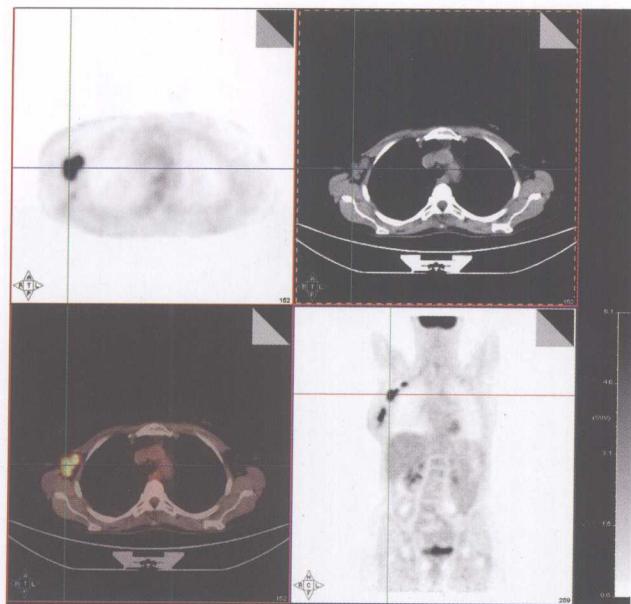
同图12-7病人，右腋下多发代谢活性增高淋巴结，部分相互融合 (SUV 3.2~7.2)；同机 CT 平扫相应部位示多发淋巴结影
